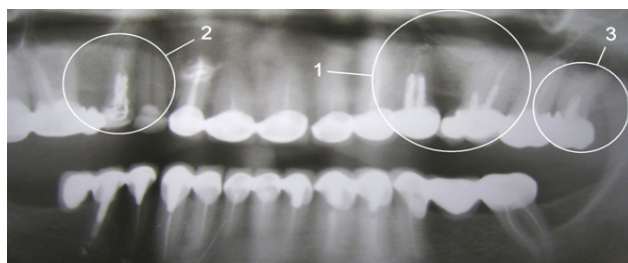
Рентгенограмма результатов лечения зубов пациентки Р. в различных отдаленных сроках с применением проволочно-витых штифтовых конструкций: 1 — зубы 2.4 (2000 г.) и 2.6 (2006 г.); 2 — зуб 1.4 (2001 г.); 3 — зуб 2.8 (2006 г.), восстановленные 2-осными ПВШК
